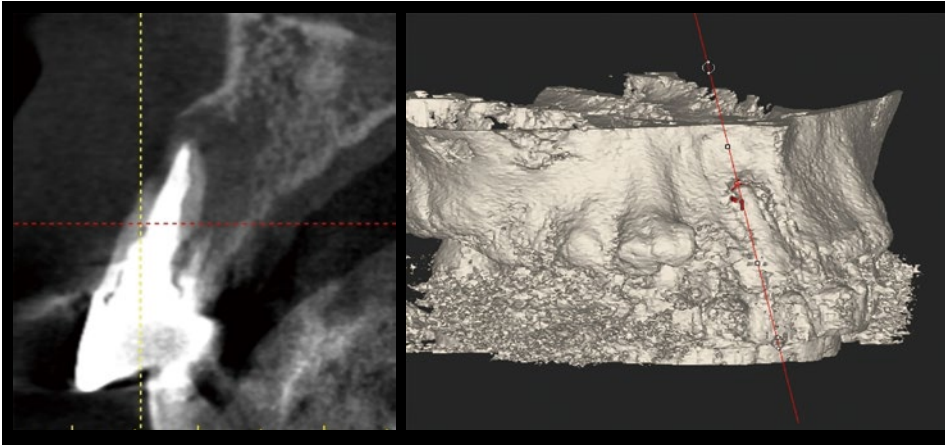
術前のCBCT 1]部クロスセクショナル像と三次元再構築画像。1]唇側骨に大きな骨欠損が認められる。フラップレスGBRを応用することとした。
